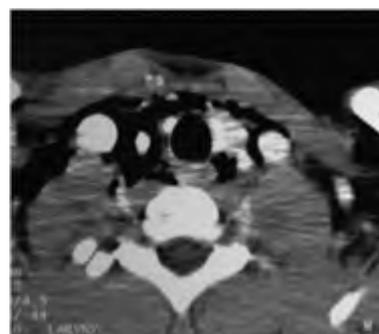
TDM en coupe axiale : infiltration gazeuse cervicale antérieure et profonde
